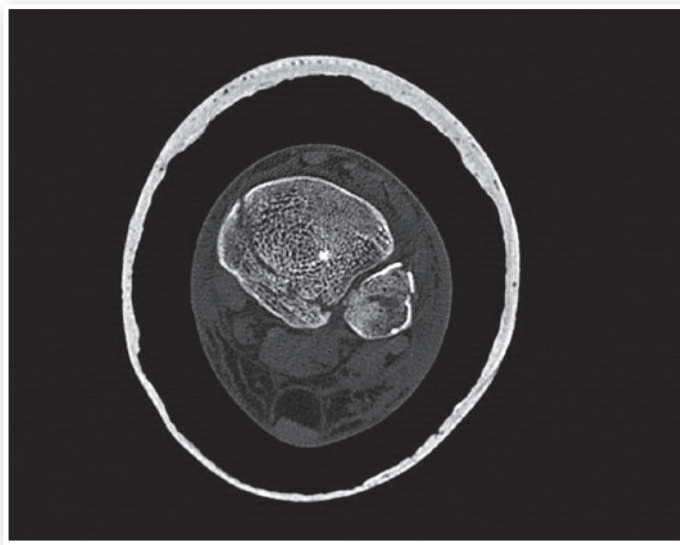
Tomografia computadorizada tornozelo esquerdo corte axial visualizando fratura do maléolo posterior Haraguchi tipo 2.
